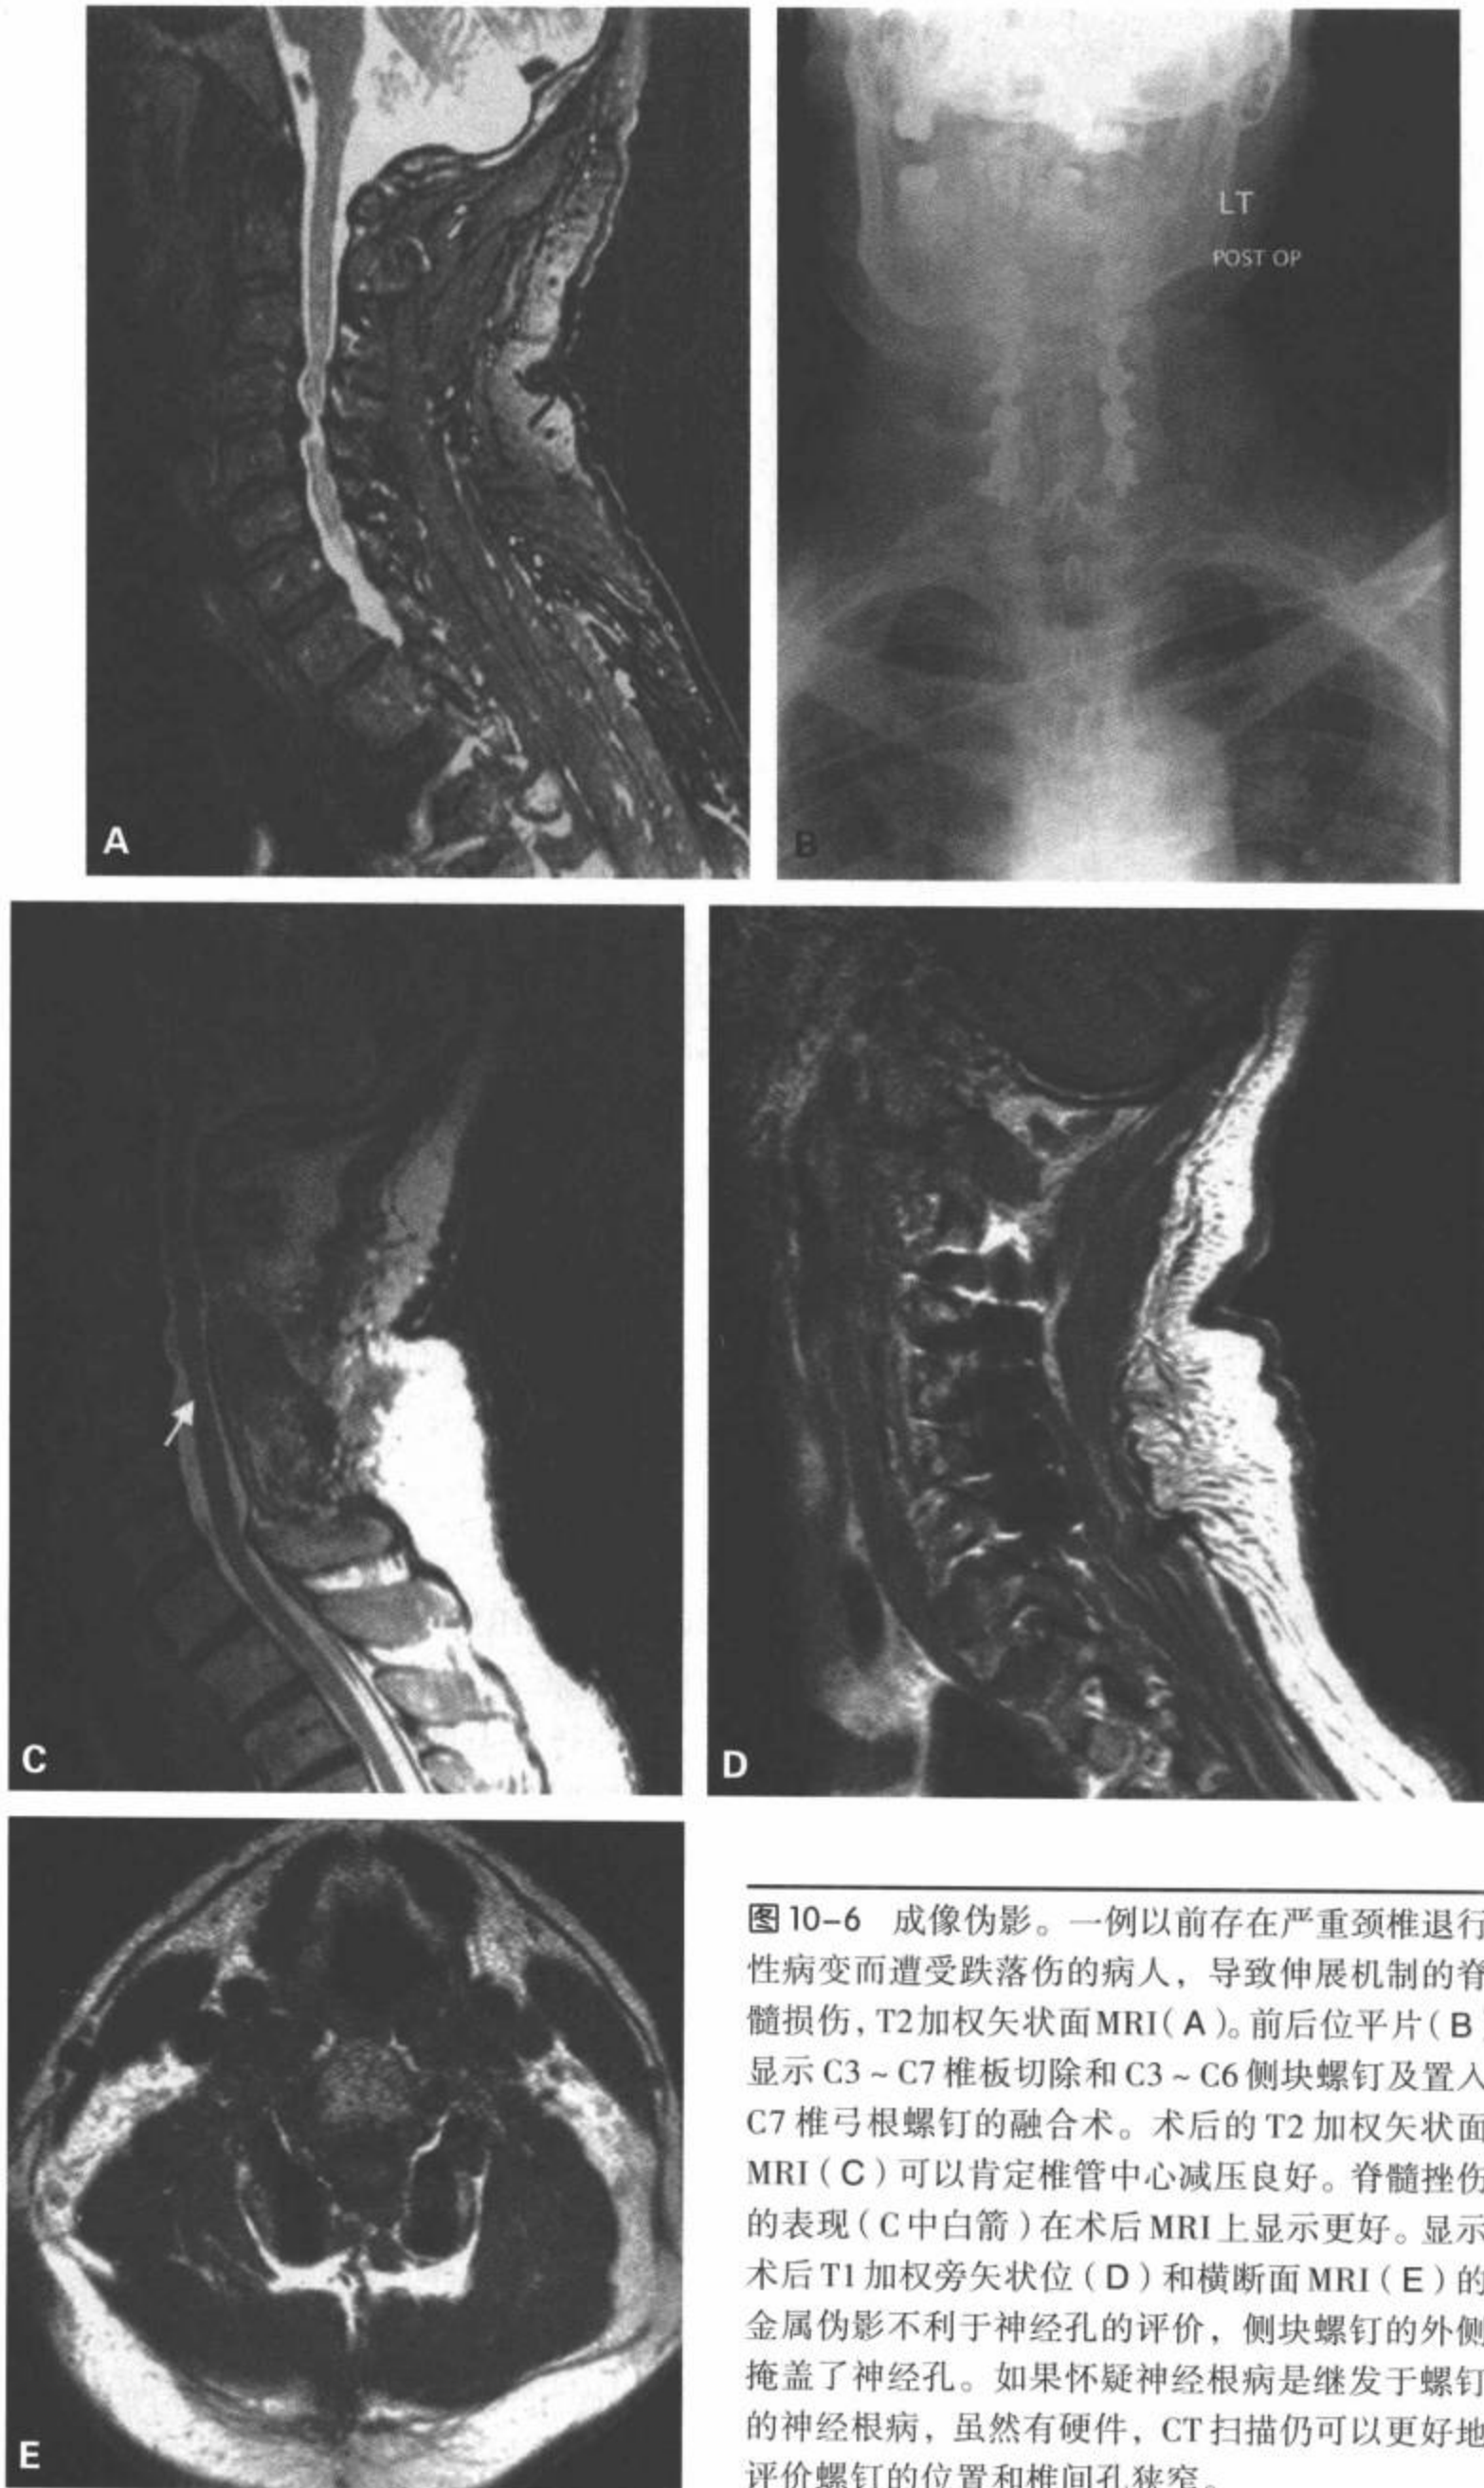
成像伪影。一例以前存在严重颈椎退行性病变而遭受跌落伤的病人，导致伸展机制的脊髓损伤，T2加权矢状面MRI(A)。前后位平片(B)显示C3~C7椎板切除和C3~C6侧块螺钉及置入C7椎弓根螺钉的融合术。术后的T2加权矢状面MRI(C)可以肯定椎管中心减压良好。脊髓挫伤的表现(C中白箭)在术后MRI上显示更好。显示术后T1加权旁矢状位(D)和横断面MRI(E)的金属伪影不利于神经孔的评价，侧块螺钉的外侧掩盖了神经孔。如果怀疑神经根病是继发于螺钉的神经根病，虽然有硬件，CT扫描仍可以更好地评价螺钉的位置和椎间孔狭窄。
